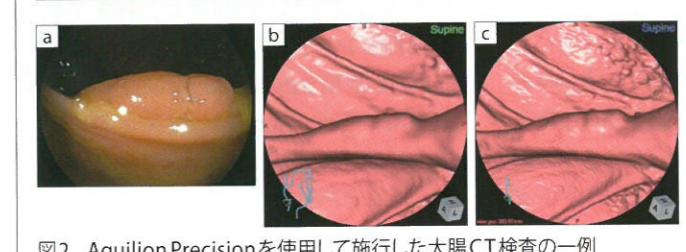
Aquilion Precisionを使用して施行した大腸CT検査の一例
